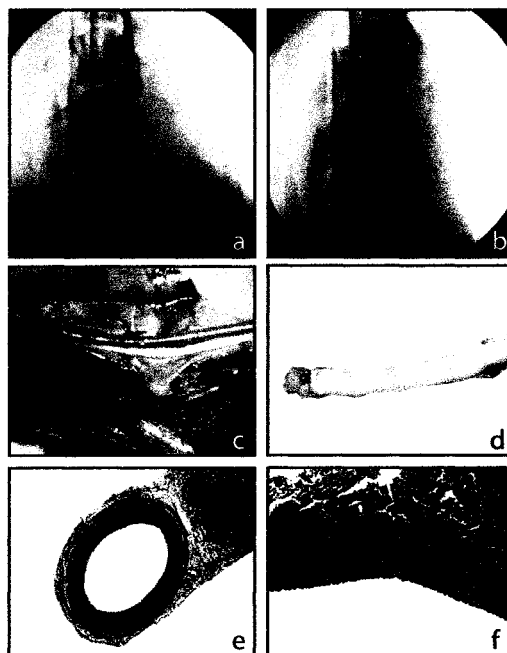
Poloxamer embolization of the left carotid artery. Left carotid arteriogram before embolization (a) and radiograph of poloxamer cast of the left carotid artery (b) immediately before sacrifice. Macroscopic photography immediately after sacrifice (c, d) and pathology (e, f) revealed no vascular injury.
